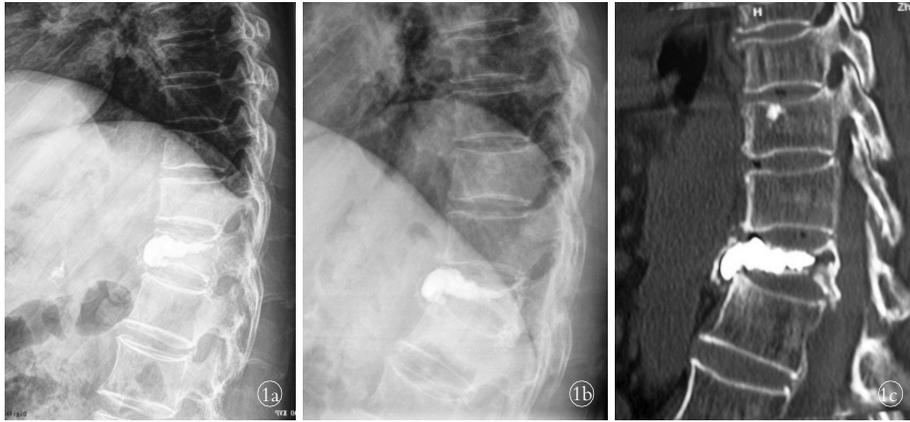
患者,女,78 岁,T₁₂ 椎体压缩骨折椎体后凸成形术后 X 线片和 CT 片表现 1a. 术后侧位 X 线片可见骨水泥主要在椎体前半部分充盈 1b. 术后 3 个月,侧位 X 线片可见椎体高度丢失明显,椎体前后径增大 1c. 术后 3 个月 CT 片提示充盈骨水泥的前 2/3 部分,与无骨水泥椎体后 1/3 部分分离,可见分离间隙
